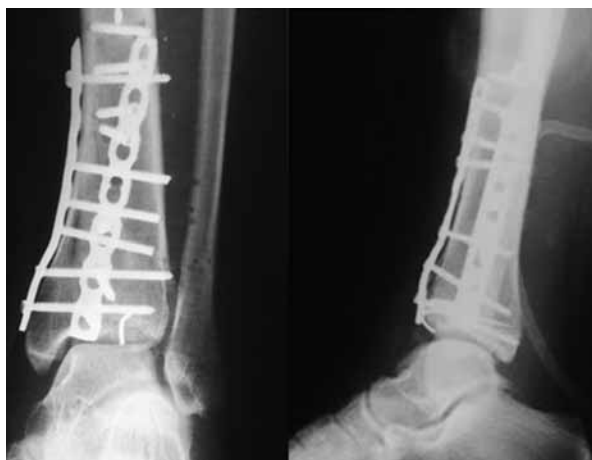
Рентгенограммы правого голеностопного сустава больной У., 21 год, в прямой и боковой проекциях после операции: остеосинтез выполнен малой прямой и реконструктивной пластинами с угловой стабильностью, проведена субхондральная фиксация спицей-пином; конгруэнтность суставных поверхностей восстановлена
